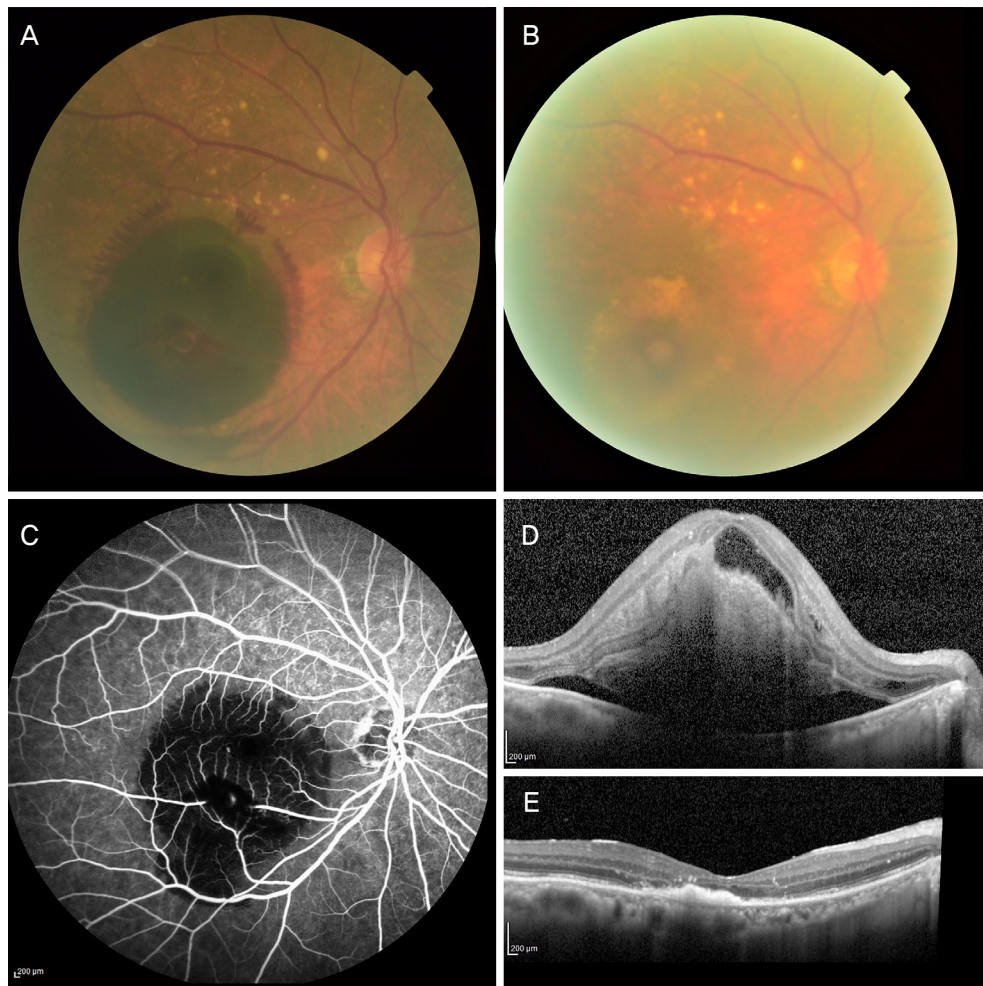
Images from the right eye of a 83-year-old woman with symptomatic retinal arterial macroaneurysm treated with intravitreal bevacizumab injections (patient 3). Initial visual acuity was hand motion. Duration from symptom onset to treatment was 10 days. (A, D) Fundus photograph and optical coherence tomography (OCT) obtained at the initial visit showing submacular and sub-inner limiting membrane hemorrhage with subretinal fluid secondary to the retinal arterial macroaneurysm. (C) Fluorescein angiography showing a focal hyperfluorescence attributable to macroaneurysm. (B, E) Fundus photograph and OCT 3 month after the 3 intravitreal bevacizumab injection showing resolution of the retinal hemorrhages, obliteration of the macroaneurysm, and flattened macular. Final best corrected visual acuity was 20/667 (Snellen).
